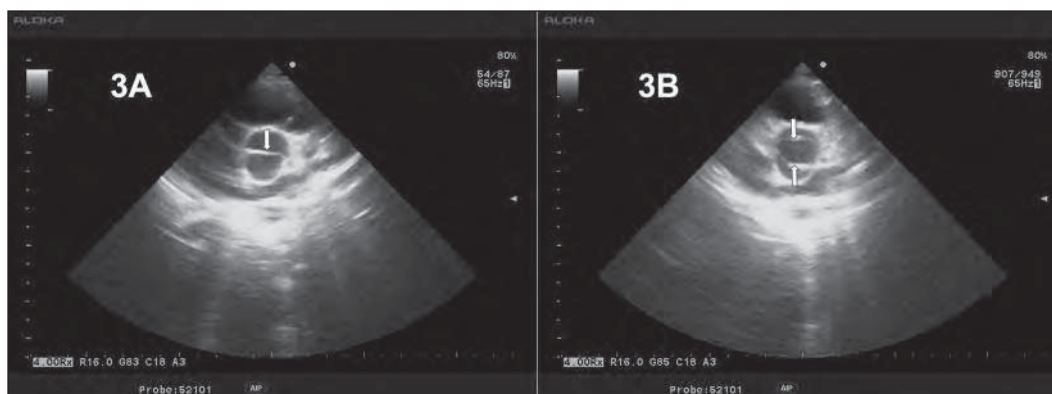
A) Parasternal short-axis view showing bicuspid aortic valve without raphe in diastole. B) Parasternal short-axis view showing bicuspid aortic valve without raphe in systole. Arrows show cusps of bicuspid aortic valve.
